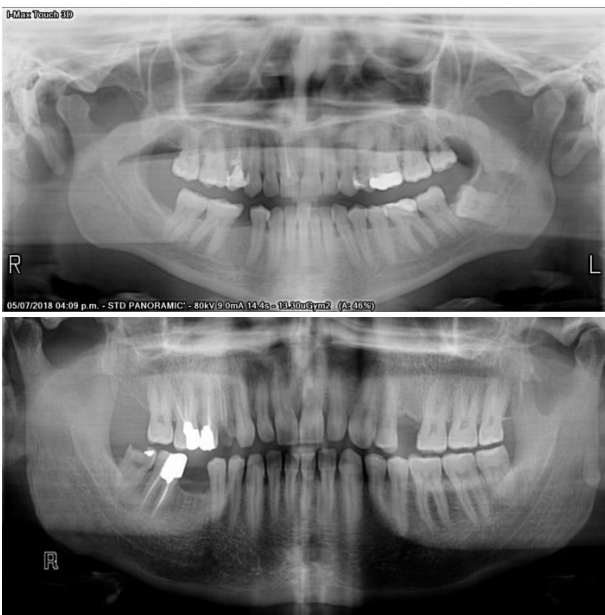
Порівняння рентгенівських зображень із різних джерел з варіаціями в яскравості, контрасті та рівні шуму [3]
